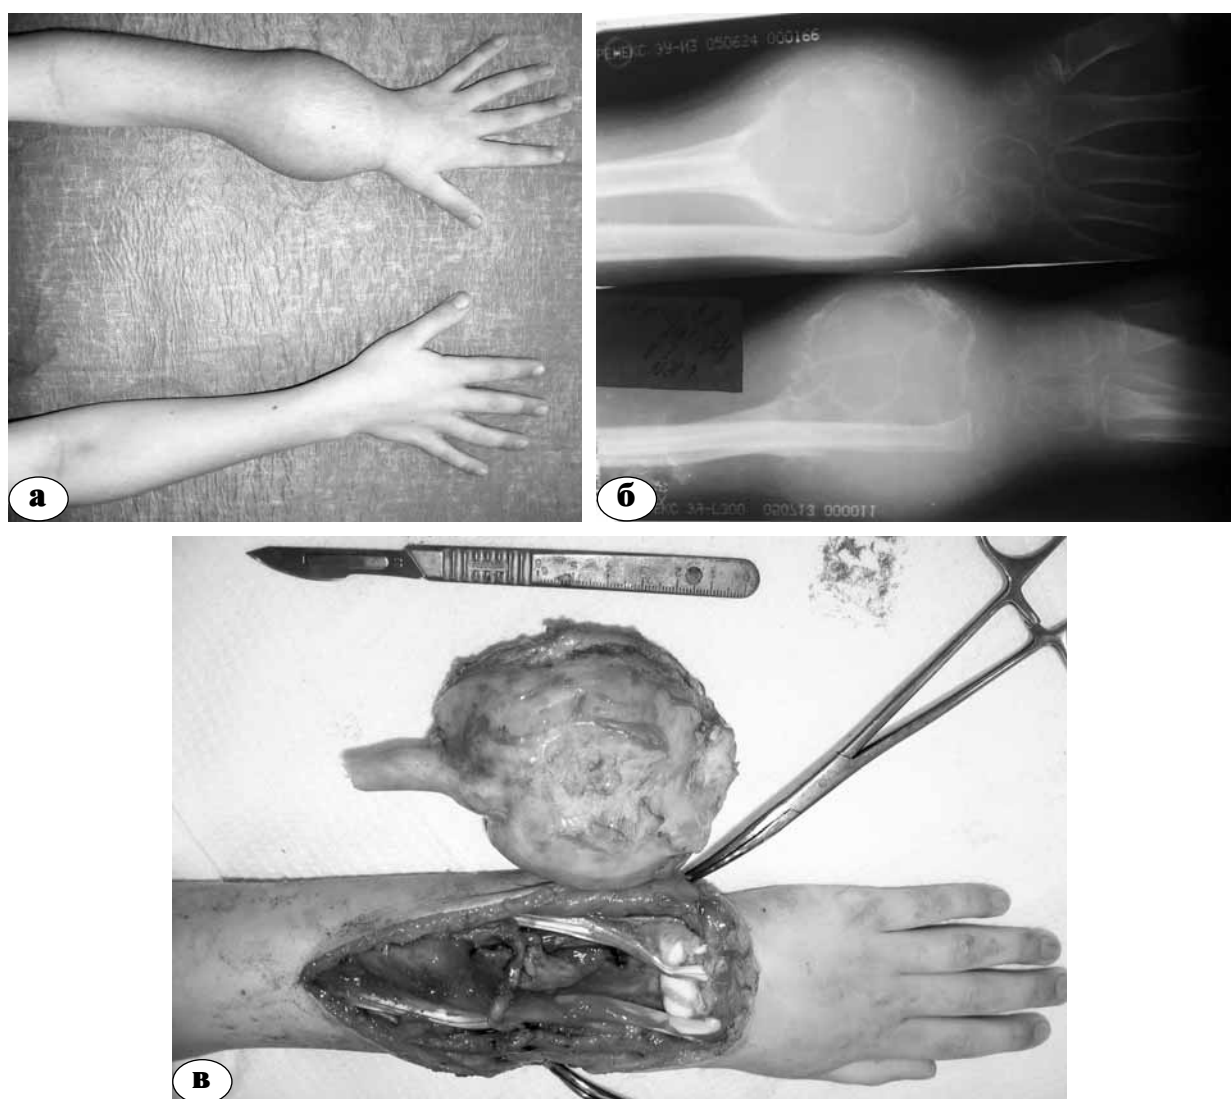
Состояние левого предплечья и кисти пациента К., 10 лет, с гамартомой дистального отдела левой лучевой кости перед и в ходе первой операции: а – внешний вид предплечий пациента до операции; б – рентгенограммы перед удалением костной опухоли; в – непосредственный результат удаления в ходе операции гамартмы дистального отдела левой лучевой кости
